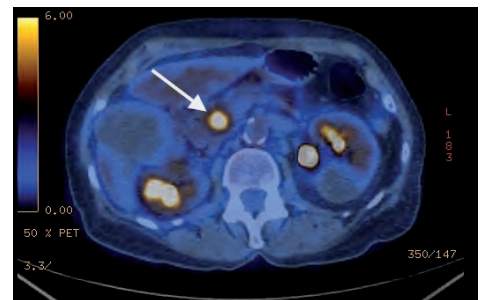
18F-FDG-Positron Emission Tomography CT showing a FDG-positive cancer of the head of the pancreas.
